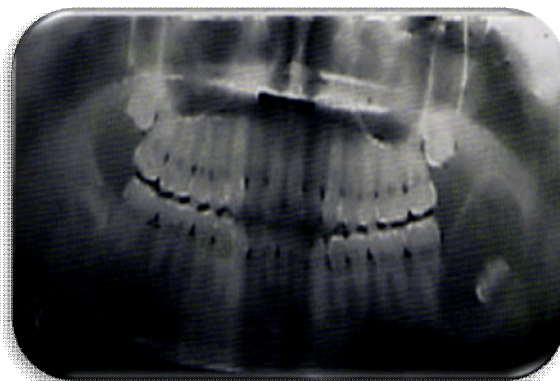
Radiografía panorámica. En zona de segundo y tercer molar inferior izquierdo se aprecia zona radiolúcida extensa de límites corticalizados que compromete gran parte de la rama ascendente. El germen del tercer molar se encuentra desplazado hacia distal. Rizálisis en distal del segundo molar.
